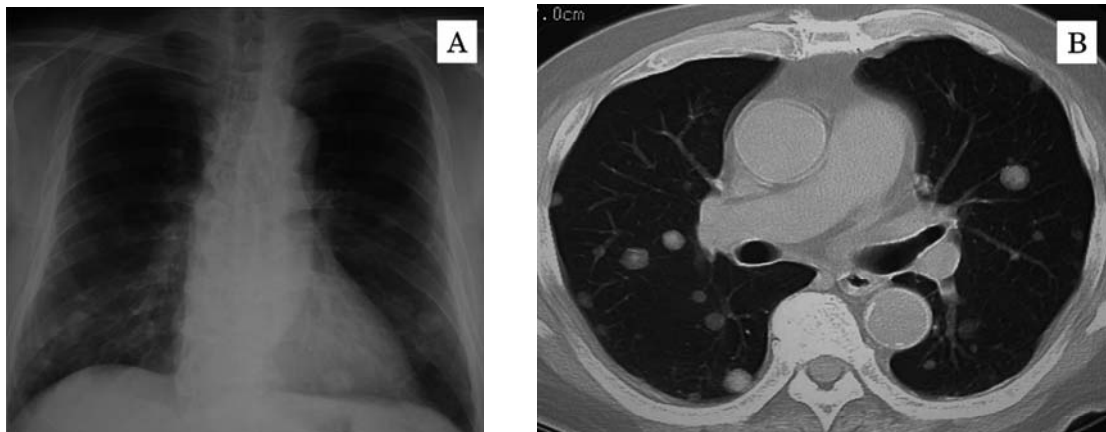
Chest X-ray (A) and CT scan (B) showed multiple lung metastases (3 months after operation).
